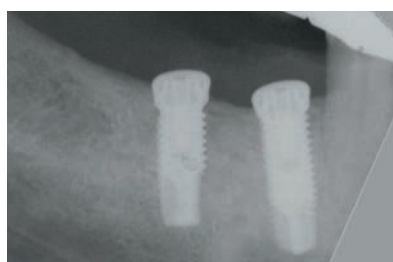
Periapikale Röntgenaufnahme bei Implantatinsertion.
